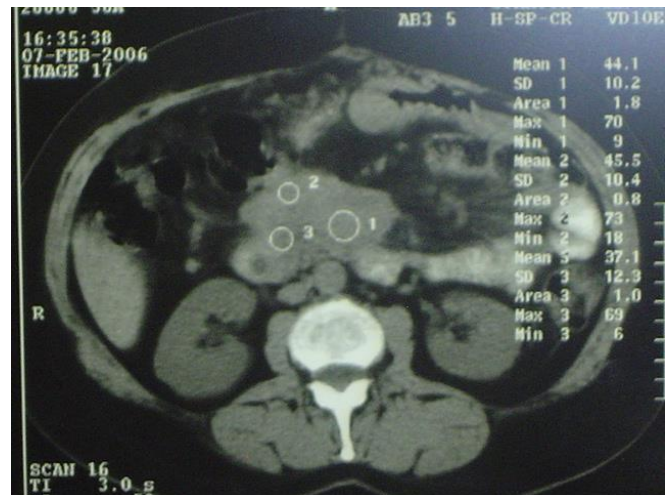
Tomografia computadorizada de abdômen posterior à corticoterapia.
